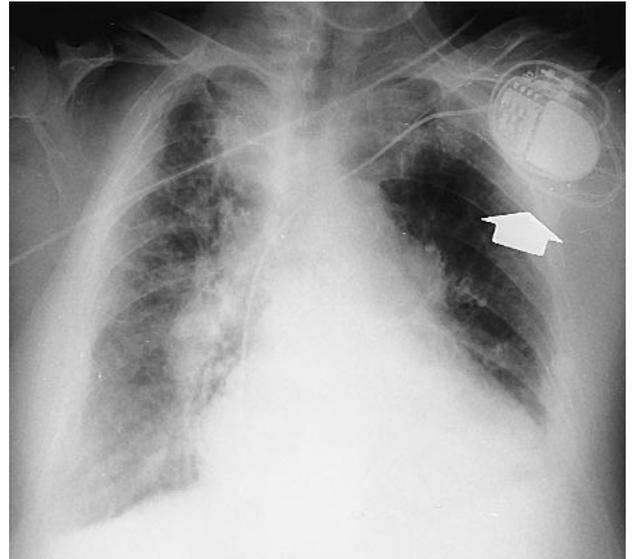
Radiografía anteroposterior de tórax tomada inmediatamente después de la implantación del marcapasos. El cable rodea al generador (flecha), aunque el extremo distal no es visible.
